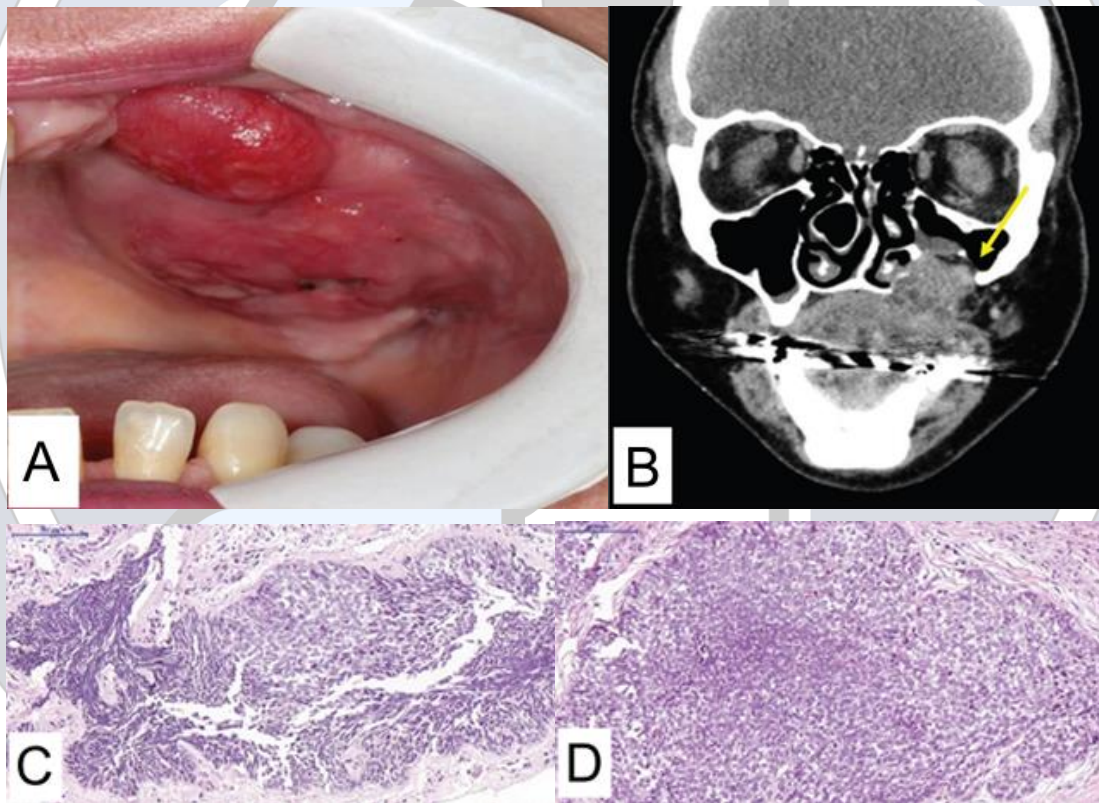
Carcinoma Ameloblástico. A: aspecto clínico do carcinoma ameloblástico. Apresenta-se como uma lesão tumoral de base sésil, com inserção eritematosa, de superfície irregular e não delimitada e com áreas de ulceração. B: tomografia computadorizada que mostra lesão hipodensa com extensa ruptura da cortical óssea e invasão do seio maxilar. C: fragmentos de neoplasia maligna de origem epitelial odontogênica, mostrando atipia e pleomorfismo celular, hiper cromatismo nuclear, focos de degeneração cística e necrose. D: áreas focais de desmoplasia. Fonte: Costa Neto *et al*, 2019.
